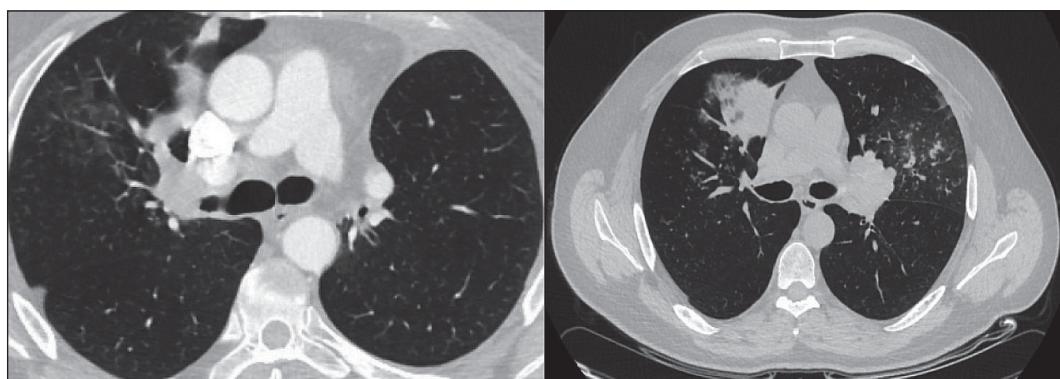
КТ органов грудной клетки до лечения: центральная перибронхиально-узловая опухоль правого легкого с поражением верхнедолевого бронха
